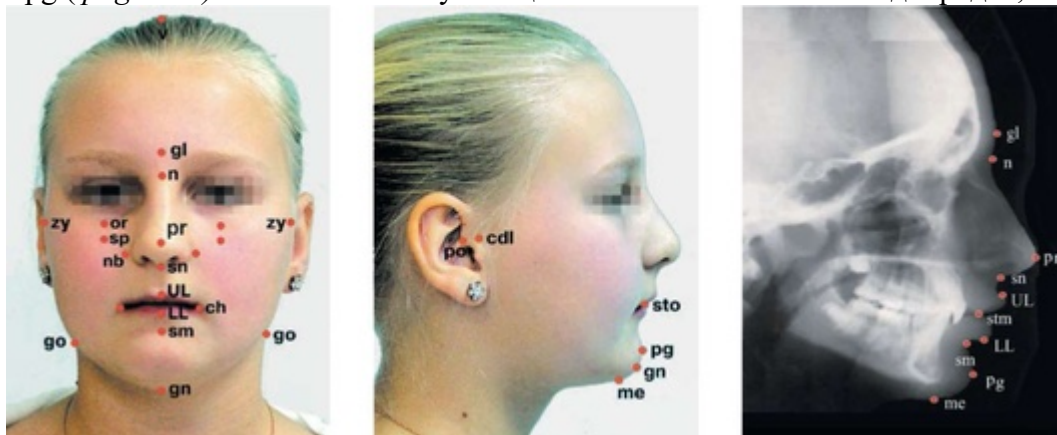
Расположение мягкотканых точек на лице и на телерентгенограмме головы в боковой проекции
